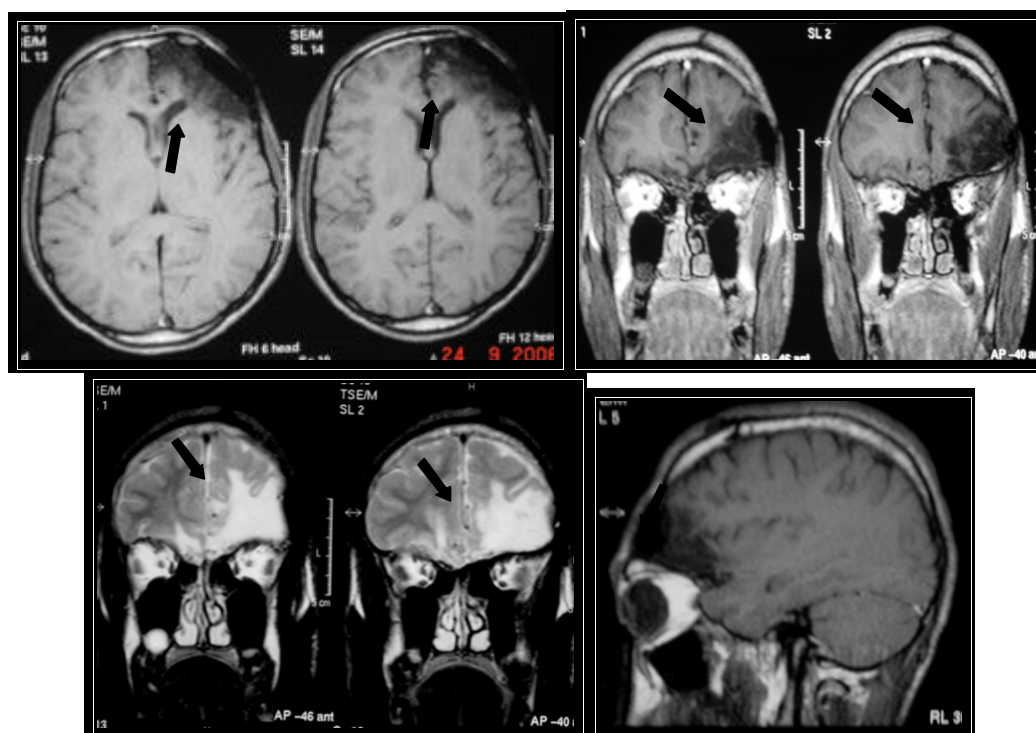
RM do encéfalo. Axial SE T1, Coronal SET1 e TSE T2 e sagital SE T1. Paciente 31. Encefalomalácia, atrofia focal frontal esquerda e sinais de abordagem cirúrgica (setas). Antecedente de TCE.
